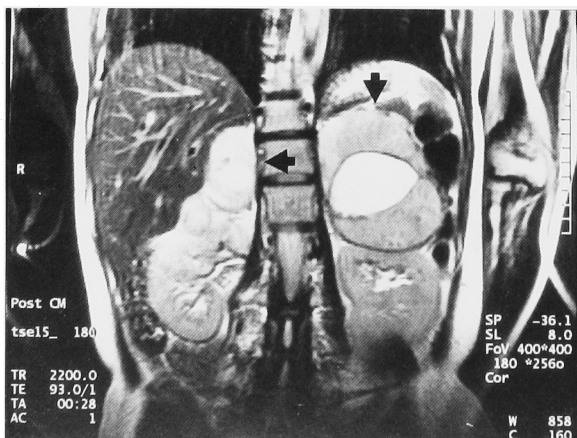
MRI showed bilateral adrenal tumors (arrows).
